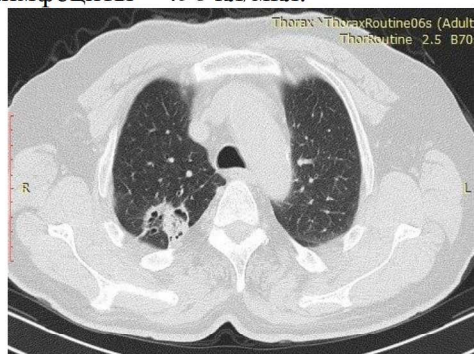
МСКТ органов грудной клетки в динамике на 20-й день комплексного лечения.
